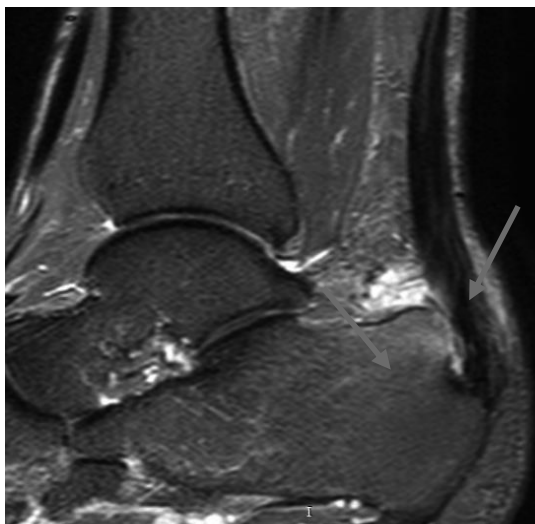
На МР-томограмі у режимі FS PD FSE визначається набряк горба п'яткової кістки у місці кріплення п'яткового сухожилка, преахілярний бурсит, неоднорідне підвищення МР-сигналу від потовщеного п'яткового сухожилка в дистальному відділі. З анамнезу: Ж., 5 років, хронічний біль у задньому відділі стопи
